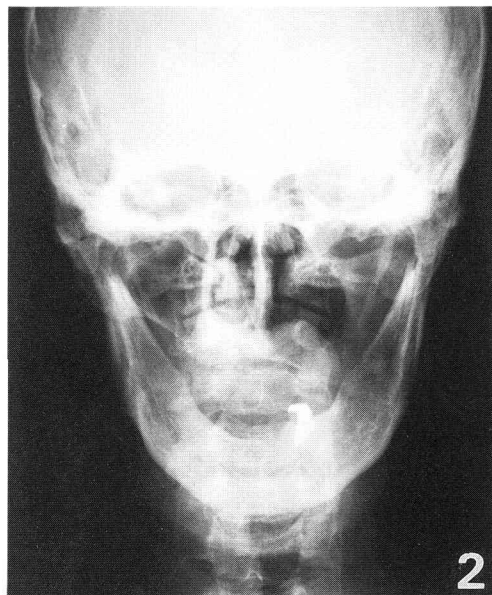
Radiographic findings : Defect of the upper left half of the maxilla.
